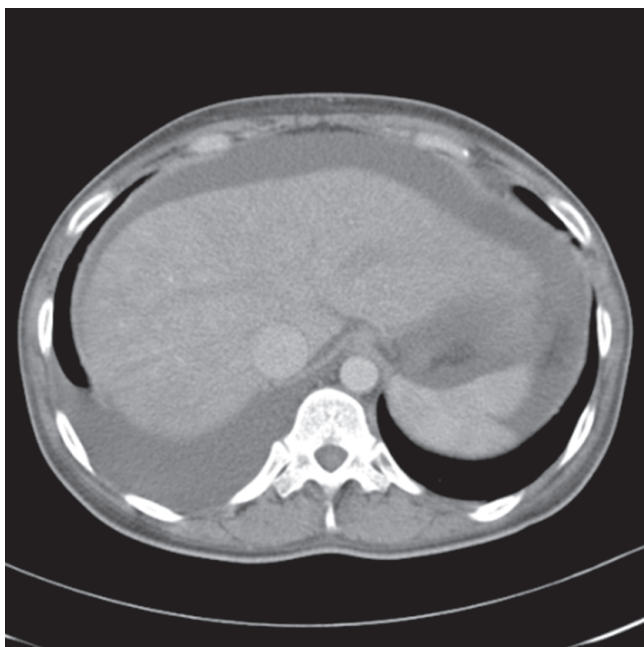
Abdominopelvic CT showed a large amount of peritoneal ascites and right pleural effusion.
